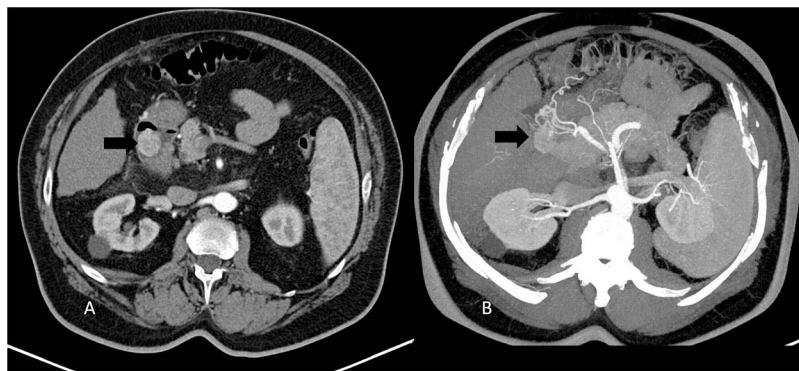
A: TC abdominal donde se observa cabeza del pólipo con marcado realce en fase arterial (flecha). B: TC abdominal en proyección de máxima intensidad donde observamos las ramas arteriales que se dirigen hacia el pólipo (flecha).
